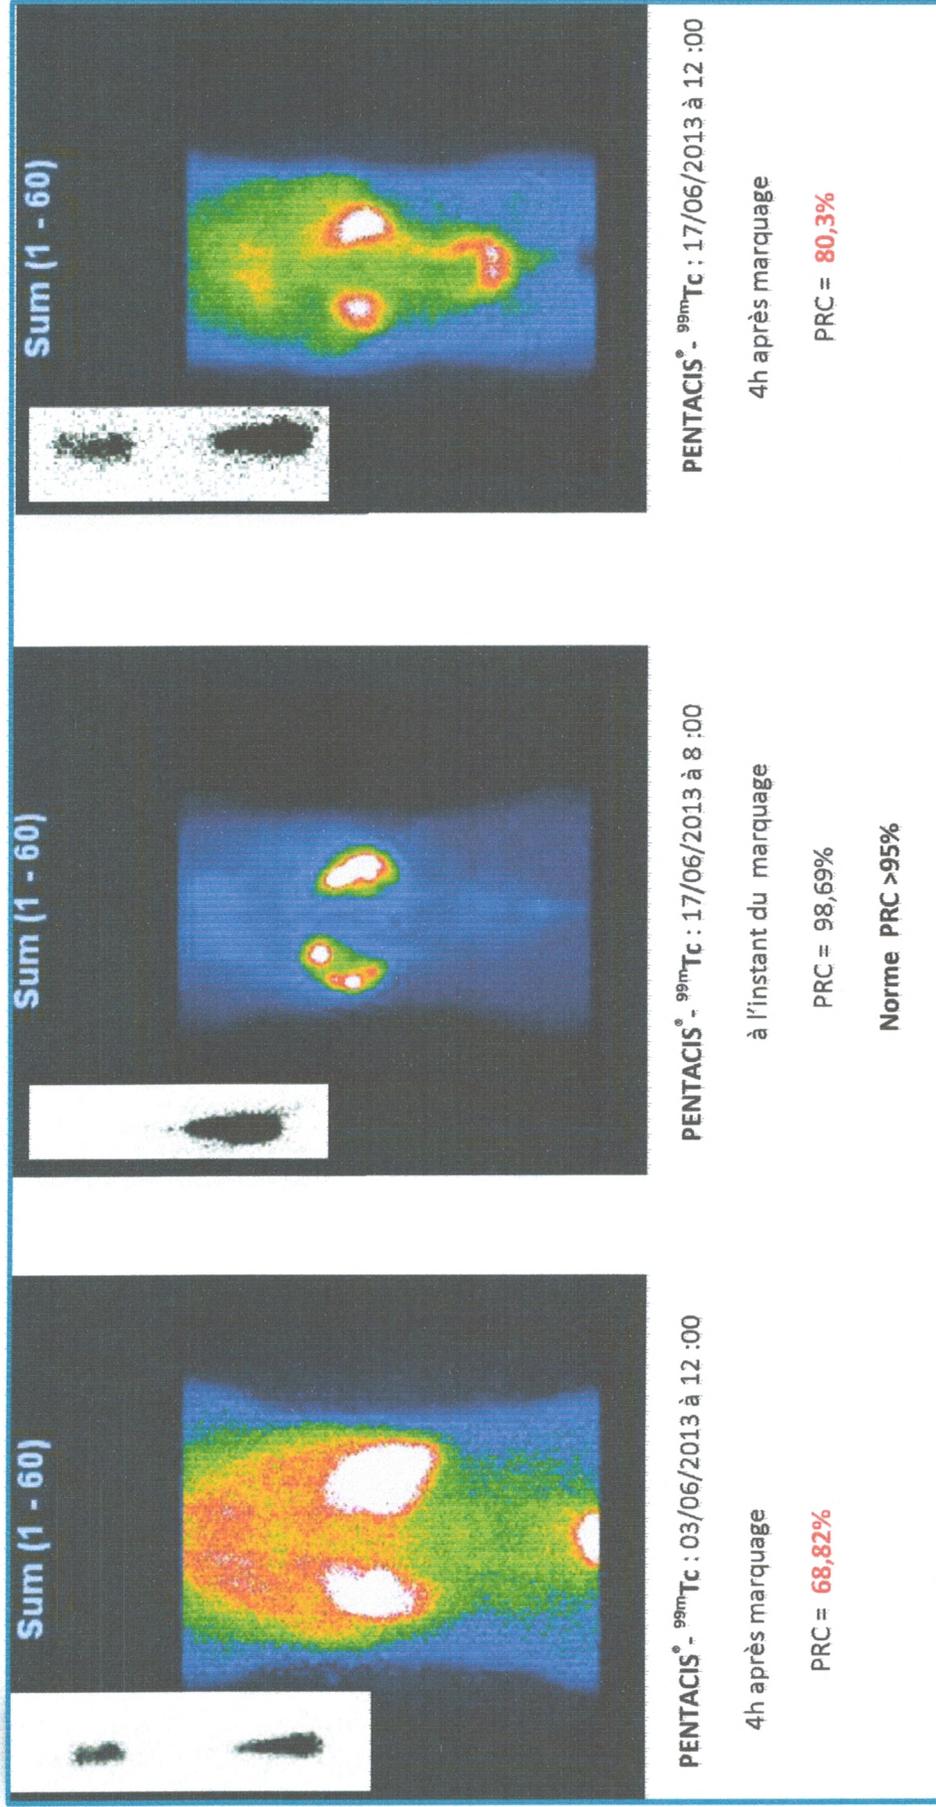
Images scintigraphiques rénales au PENTACIS[®] - ^{99m}Tc à différents temps de marquage de la préparation et comparaison avec la pureté radiochimique contrôlée.
